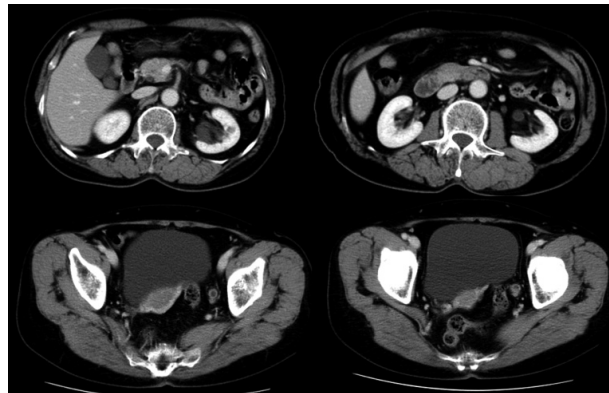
造影CT: 左水腎症と左下部尿管の壁肥厚を認めた
